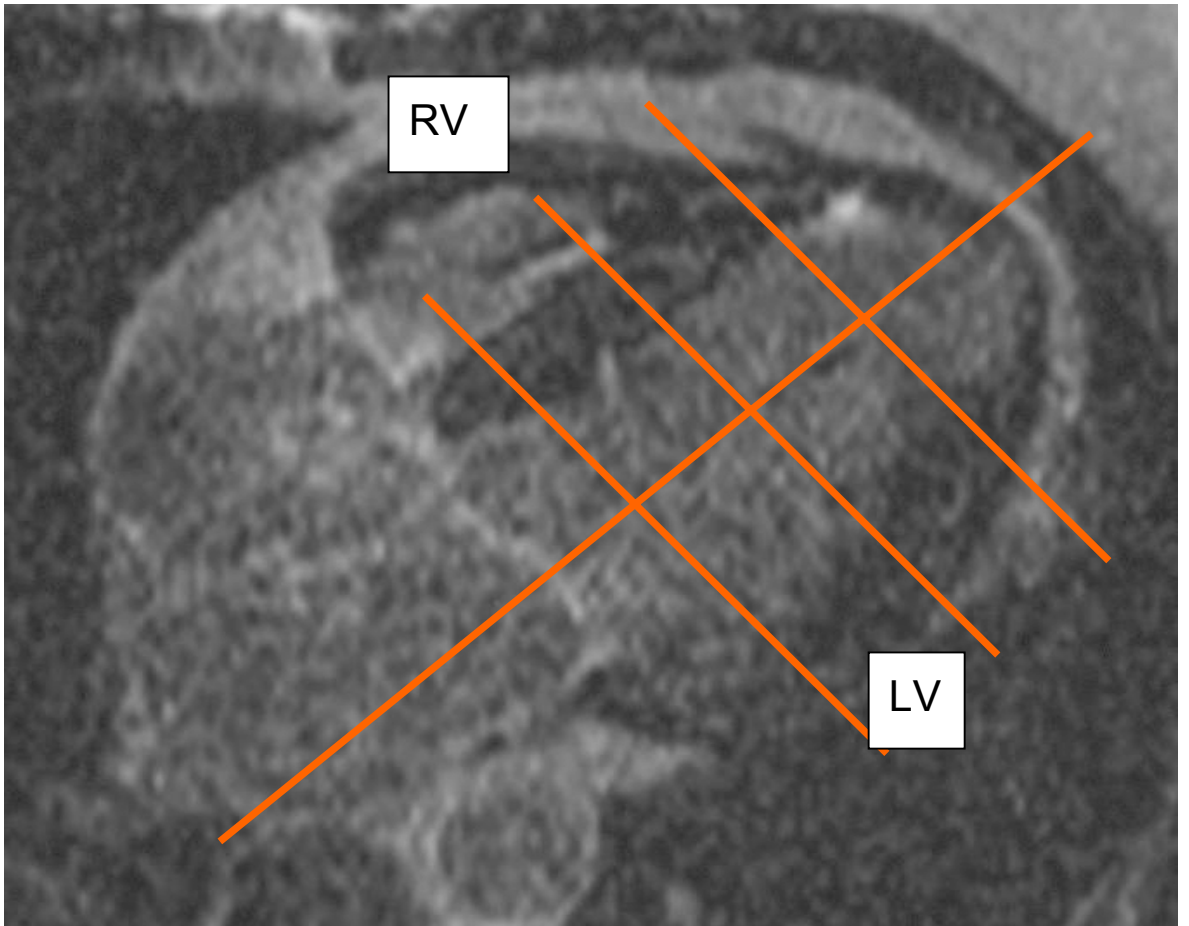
MRT-Vierkammerblick: Achsenschnitte der MRT-Untersuchungen (RV: Rechter Ventrikel, LV: Linker Ventrikel)
